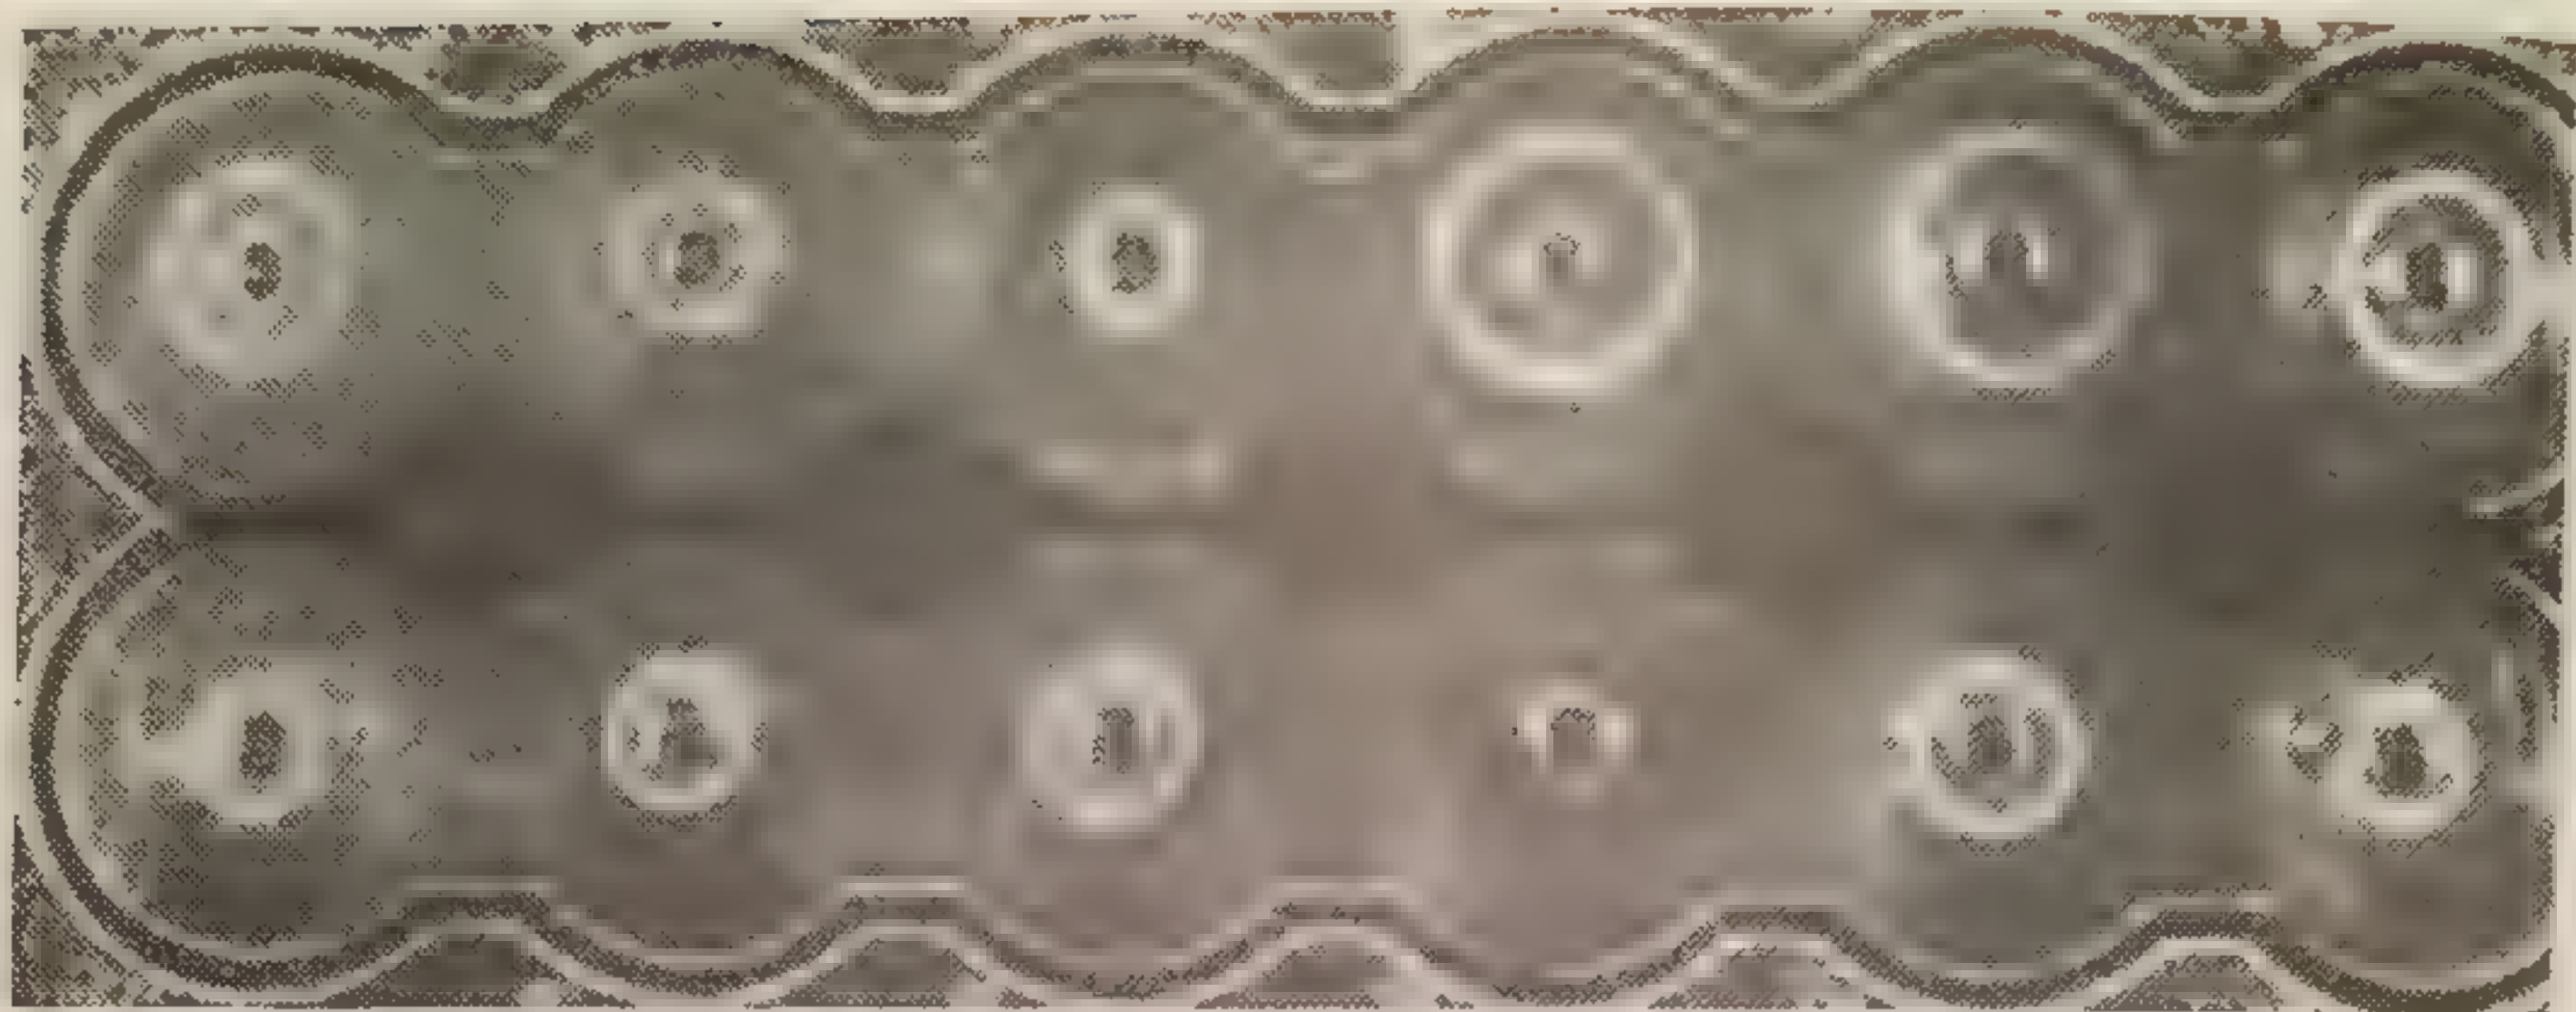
Дефицит IgA (лунка № 10) в сыворотке больного хроническим энтеритом. Метод радиальной иммунодиффузии Манчини.
